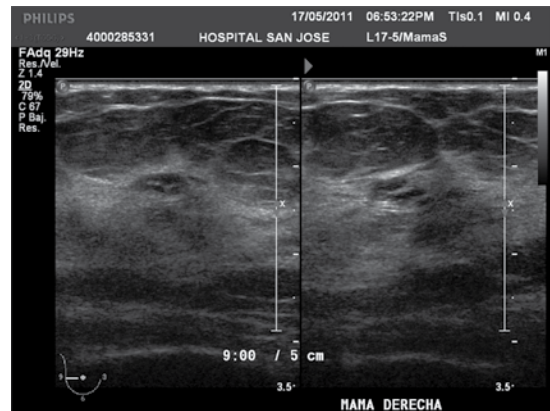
Ultrasonido de segunda intención, mama derecha. Se localizó zona focal de tejido que correspondía al foco hipercaptante visto por la resonancia magnética. Resultado histológico: carcinoma ductal invasivo relacionado con tumor sincrónico contralateral.
